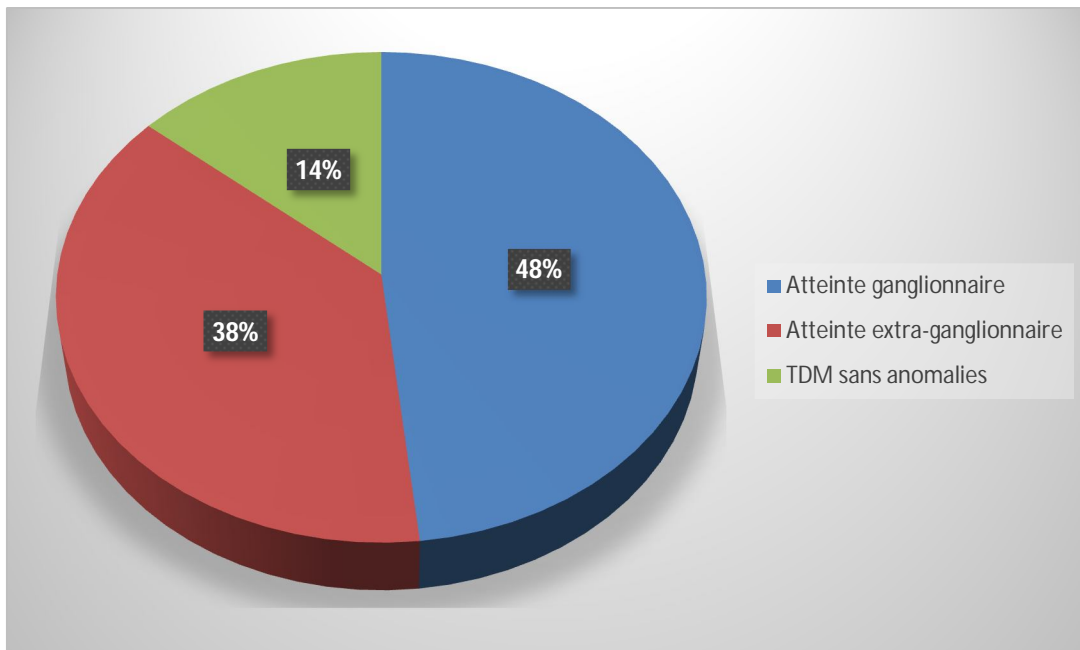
Répartition des cas selon le résultat de la TDM
